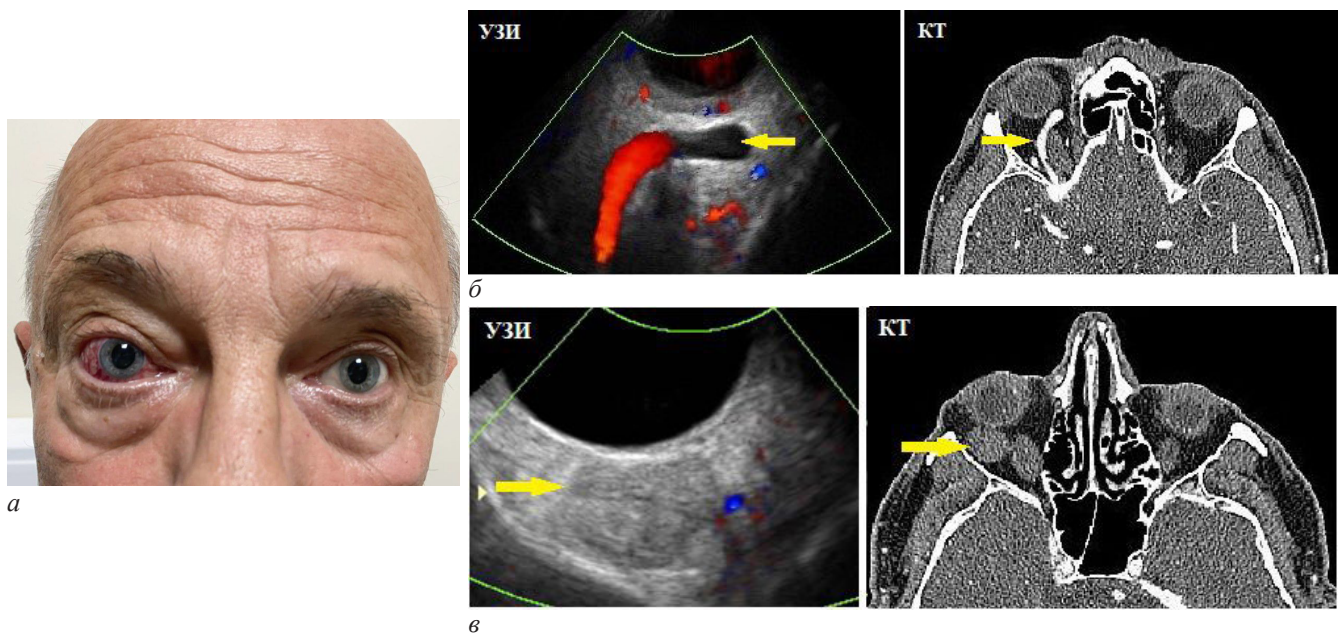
Пациент при первом обращении в Центр: *a* – монокулярный экзофтальм, гиперемия конъюнктивы, значительное расширение эписклеральных сосудов; *б* – расширение верхней глазной вены по данным УЗИ и КТ орбиты (желтые стрелки); *в* – новообразование орбиты по данным УЗИ и КТ орбиты (желтые стрелки)
